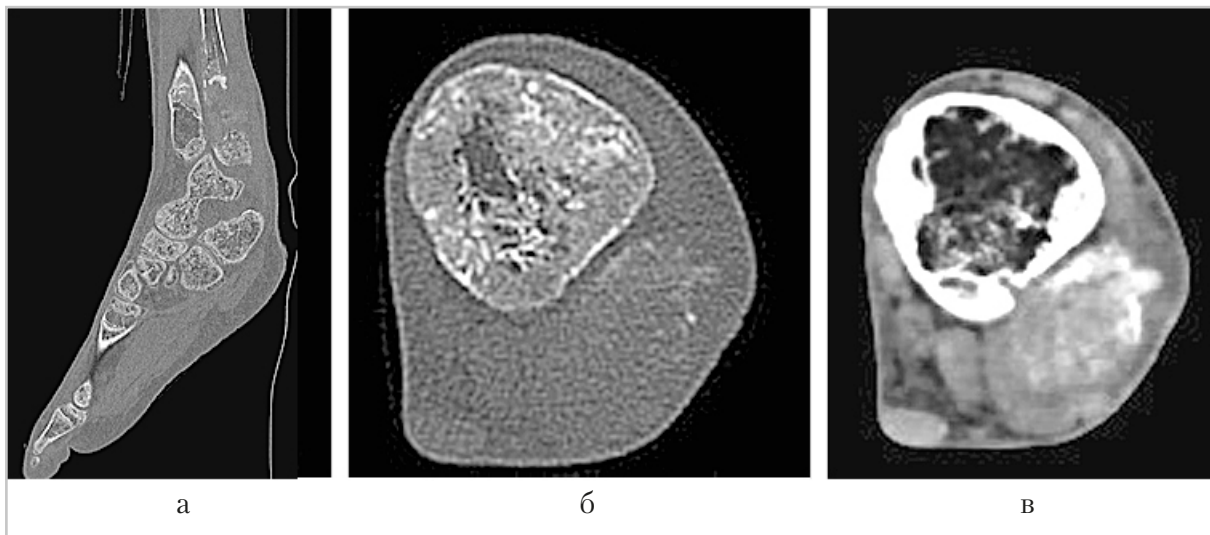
Компьютерные томограммы дистальных отделов голеней
